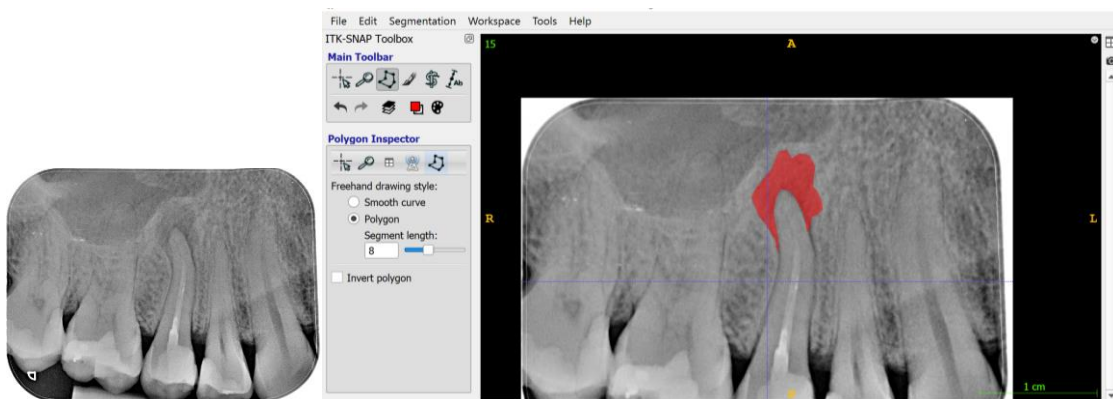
a. Radiografía periapical del diente 1.5, previa a la cirugía periapical. B. Medición prequirúrgica del área periapical en el diente 1.5 (22,6 mm²).
